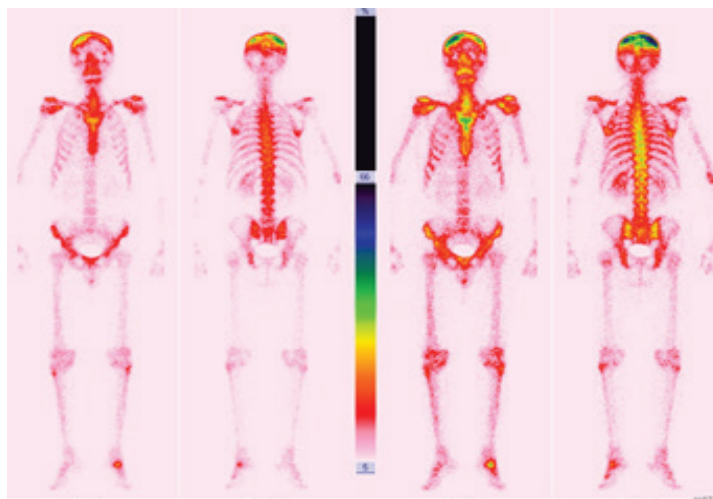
Остеосцинтиграфия: очаг гиперфиксации радиофармпрепарата в теменных костях, более выраженный в правой теменной кости
